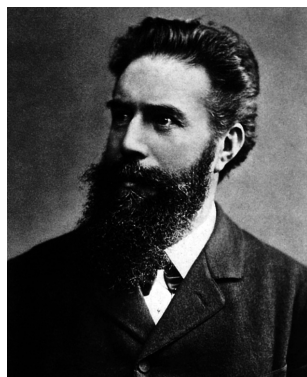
Вильгельм Конрад Рентген (1845–1923)
